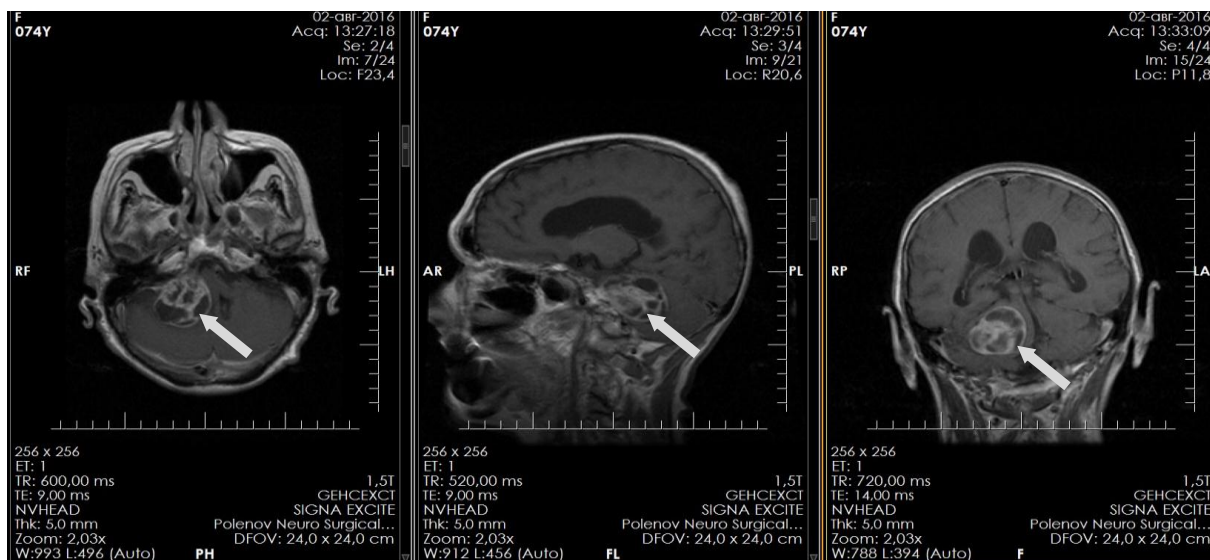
Кистозная вестибулярная шваннома (указана стрелкой). Предоперационная МРТ головного мозга с контрастным (пациентка М-ва, 57 лет ИБ 17575-16).
